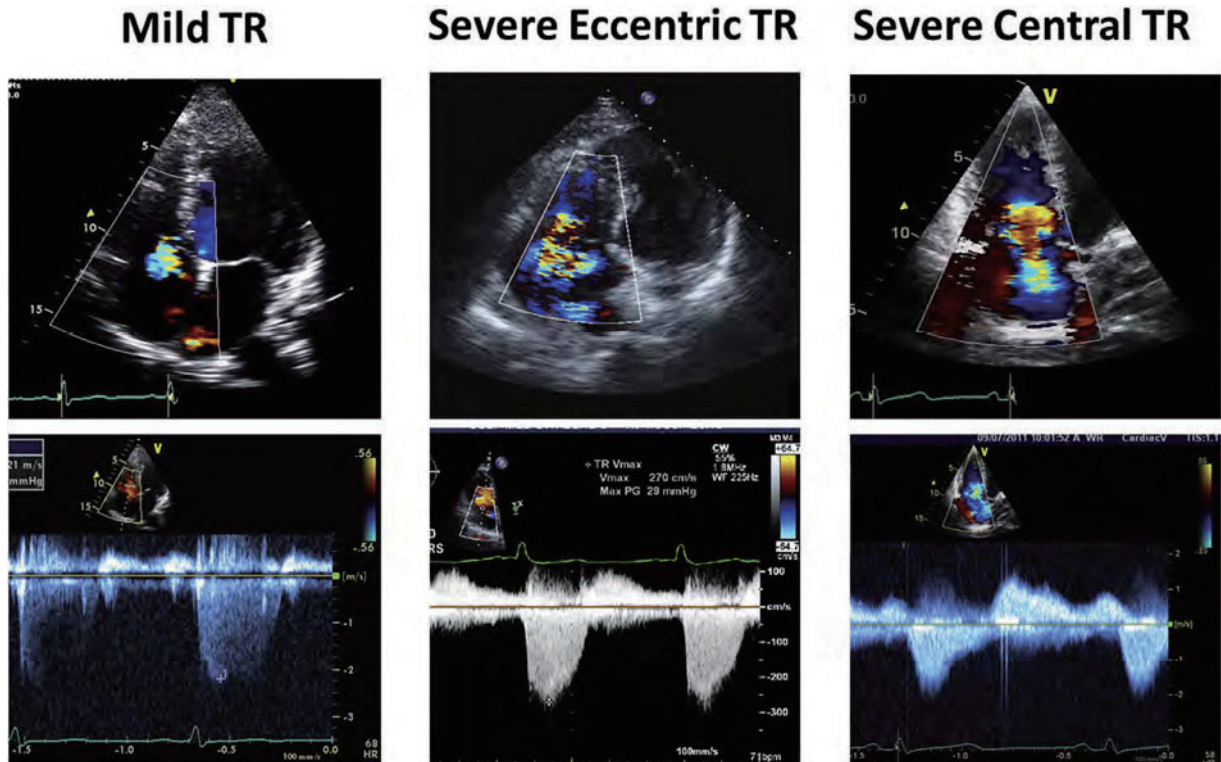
三尖弁逆流症例の心エコー例。軽症三尖弁逆流では、小さく狭いジェットは狭いVCとして描出される。連続波ドプラでは、流れの収束がない、かすかな三尖弁逆流ジェットで描出される。重症の偏心性三尖弁逆流では、三尖弁の中隔尖の逸脱患者で、幅広い縮流部があり、カラージェットは右心房外側壁方向へ逆流している。濃いジェットのピークが早期に見られる。重症の中央三尖弁逆流では、VCは >7 mm で、流れの収束が大きい。連続波ドプラでは低速 (2 m/sec) で濃い三角波ジェットを認め、重症の三尖弁逆流と右心房圧の心室化に合致する。
